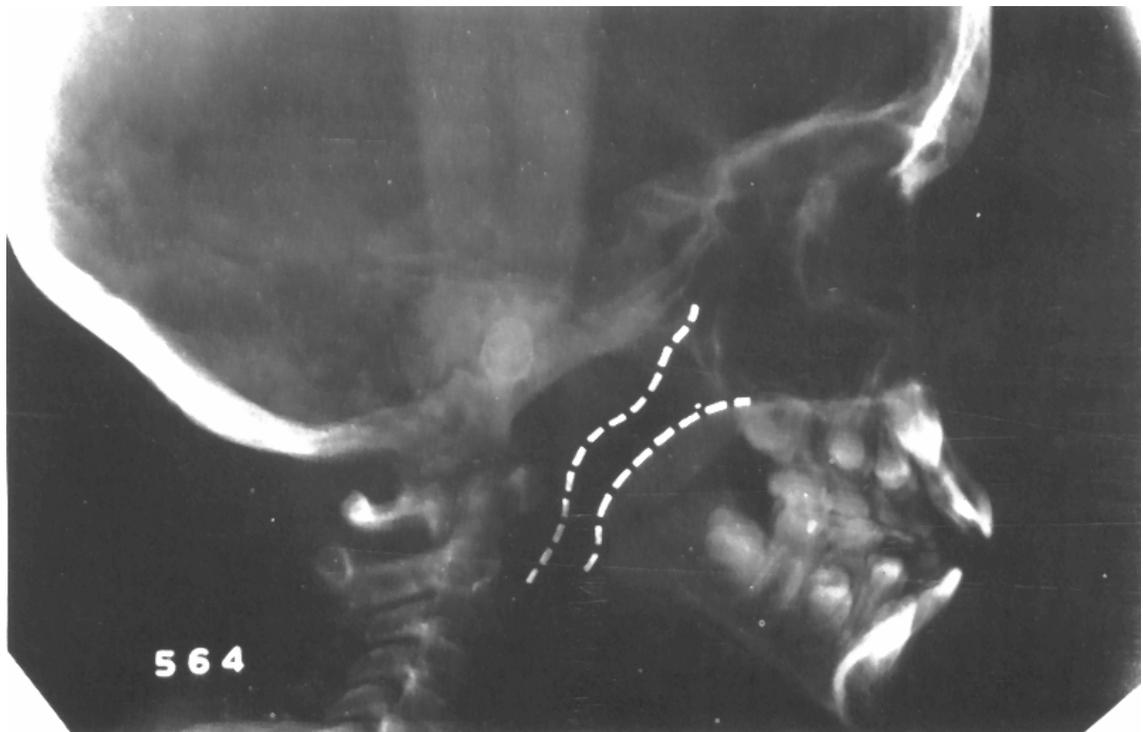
Las adenoides, las amígdalas y la vía nasofaríngea pueden observarse y medirse en una radiografía cefalométrica lateral.
